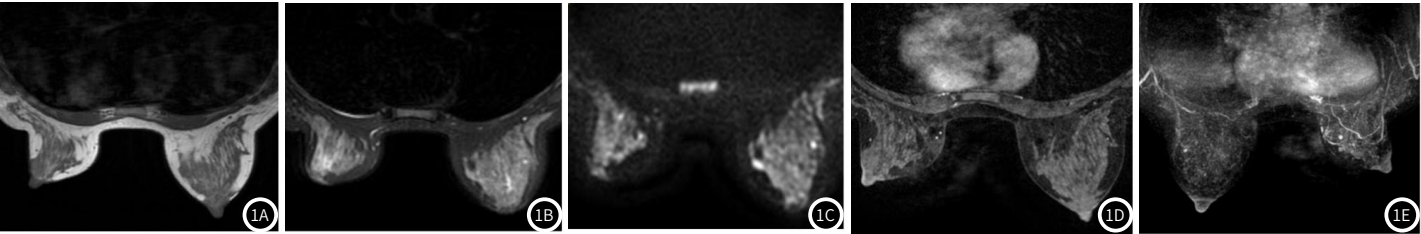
图1E 乳腺MRI检查，均在乳头层面，致密型乳腺：(图1A) T1加权成像；(图1B) T2加权成像；(图1C) 弥散成像；(图1D) 增强早期图像；(图1E) 重建后MIP成像。
